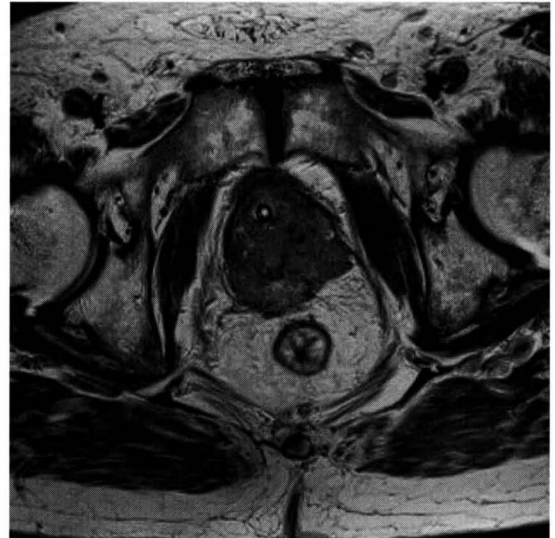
被膜外浸潤を来した辺縁域癌 (3テスラ MRI 装置で撮像) T2強調画像
